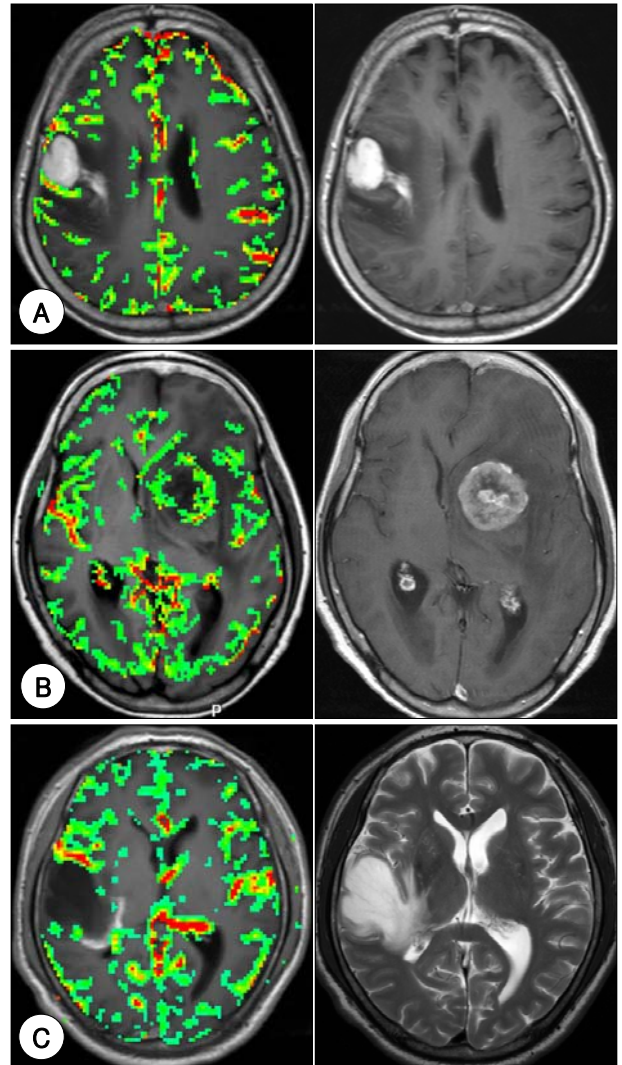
Conventional and fused perfusion MRI of other lesions before treatment. A : Lymphoma. B : Metastatic tumor. C : Demyelinating disease.
